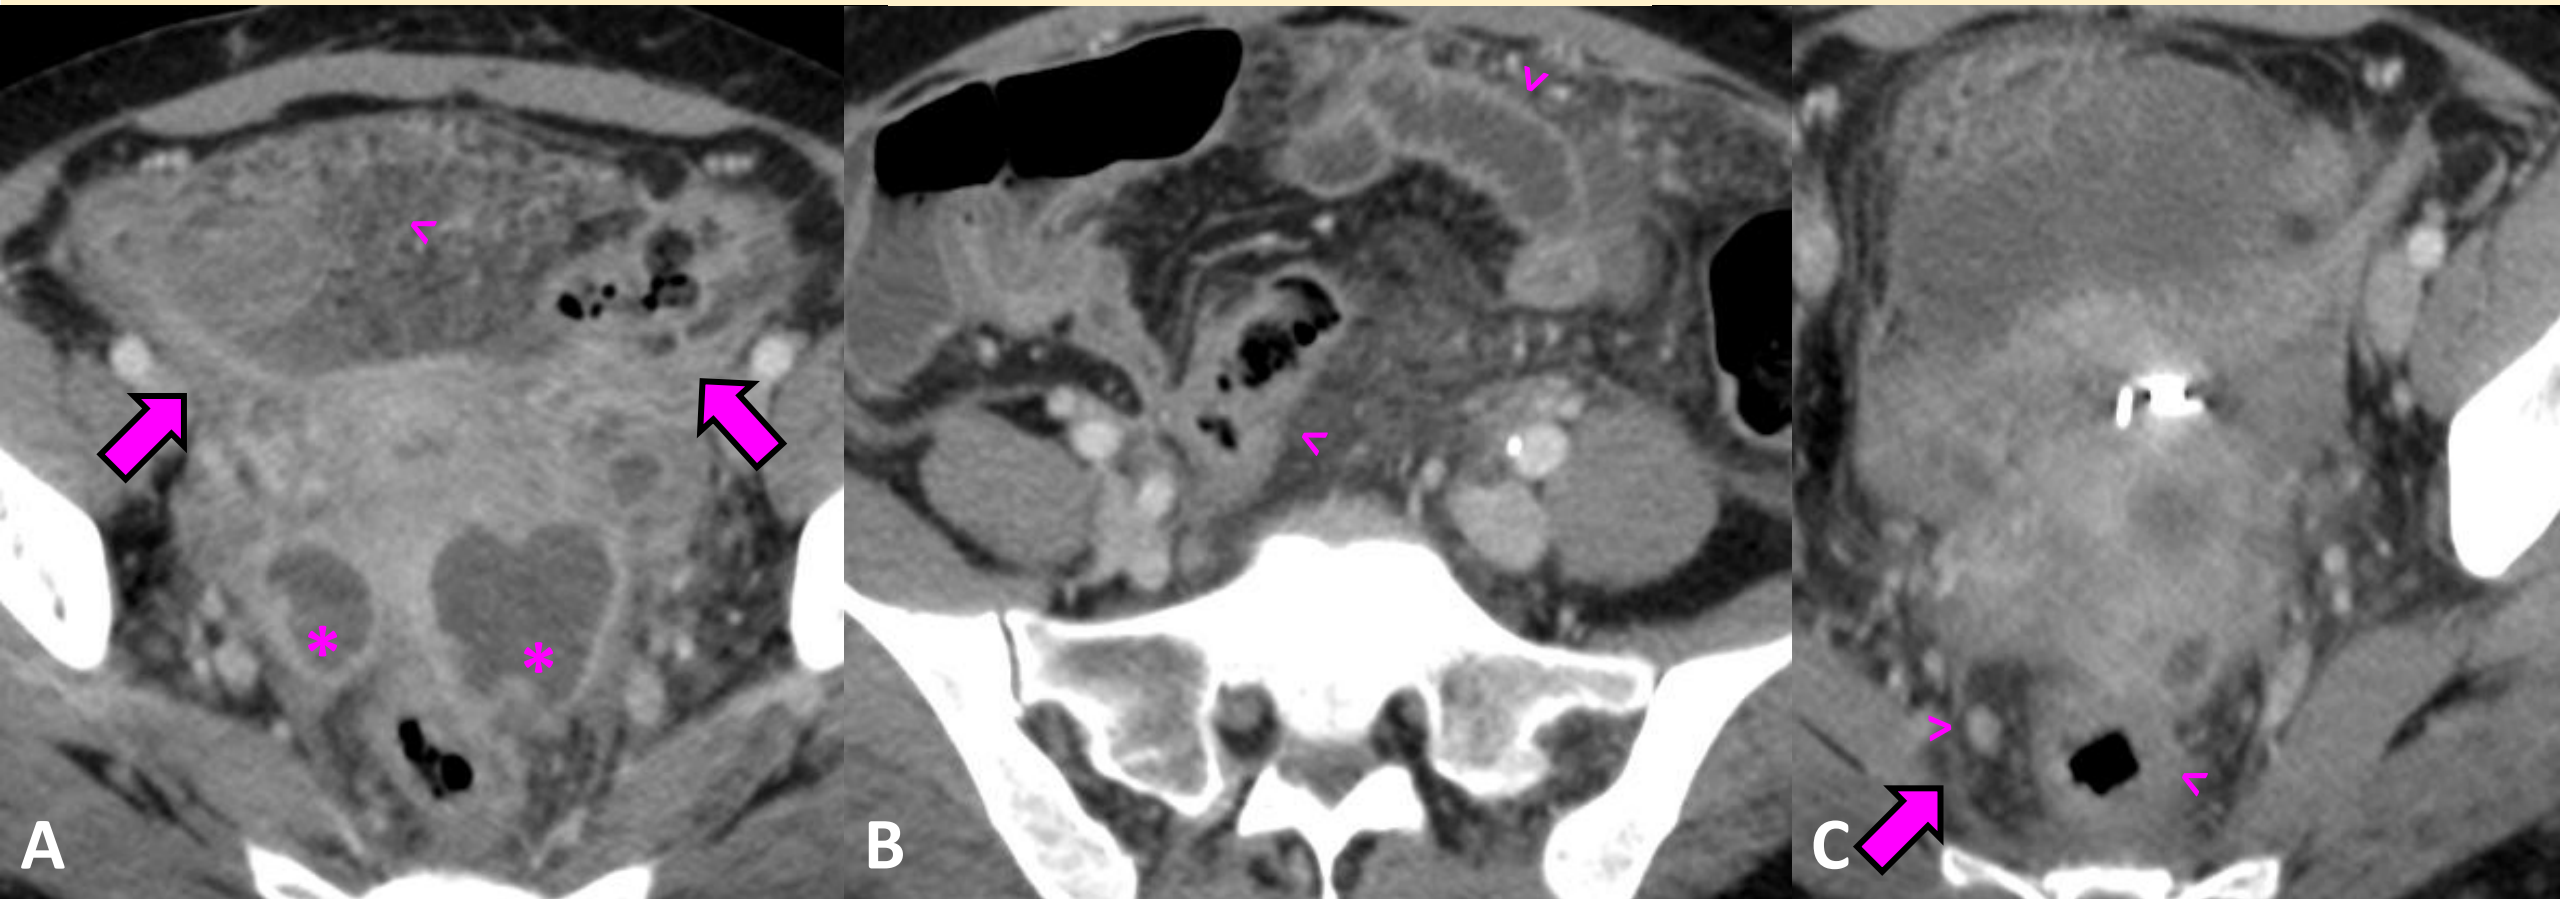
TC AP con CIV en fase portal, cortes axiales (A, B, C). Múltiples coleciones periuterinas de morfología irregular (asterisco), engrosamiento e hiperrealce peritoneal difuso (flecha) Marcados cambios inflamatorios por contigüidad en pelvis consistentes en estriación de la grasa peritoneal, adenopatías reactivas, líquido libre, engrosamiento mural rectosigmoideo y distensión de asas intestinales alojadas en pelvis (cabeza de flecha).
